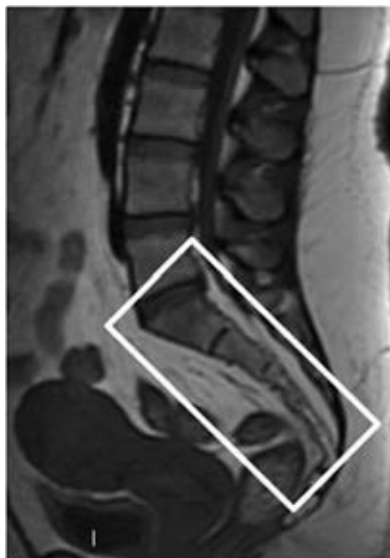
Пример разметки КПС: МРТ КПС в сагиттальной плоскости — расположение срезов относительно задней поверхности тела позвонка SII для получения изображений крестцово-подвздошных сочленений в корональной плоскости
